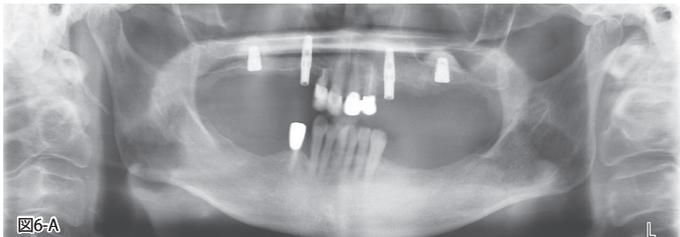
インプラント体埋入後、パノラマX線写真およびデンタルX線写真 A:パノラマ線写真 B,C:デンタルX線写真
